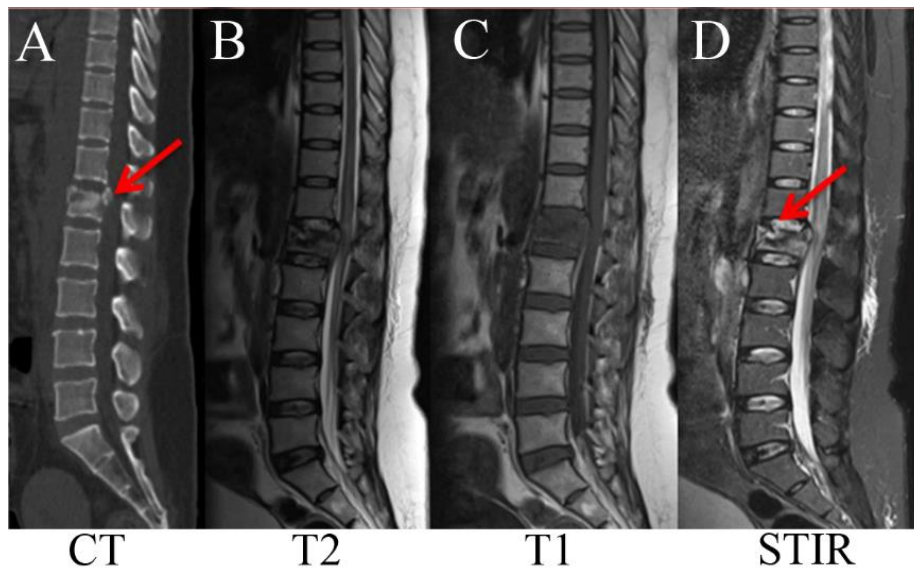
Le CT scan (A) montre une fracture du corps vertébral L1 avec un fragment osseux (flèche rouge) dans le canal rachidien. On parle en clinique d'un recul du mur postérieur. L'IRM pondérée T2 (B) révèle un hyper signal dans la moelle épinière, de T12 à L1.
